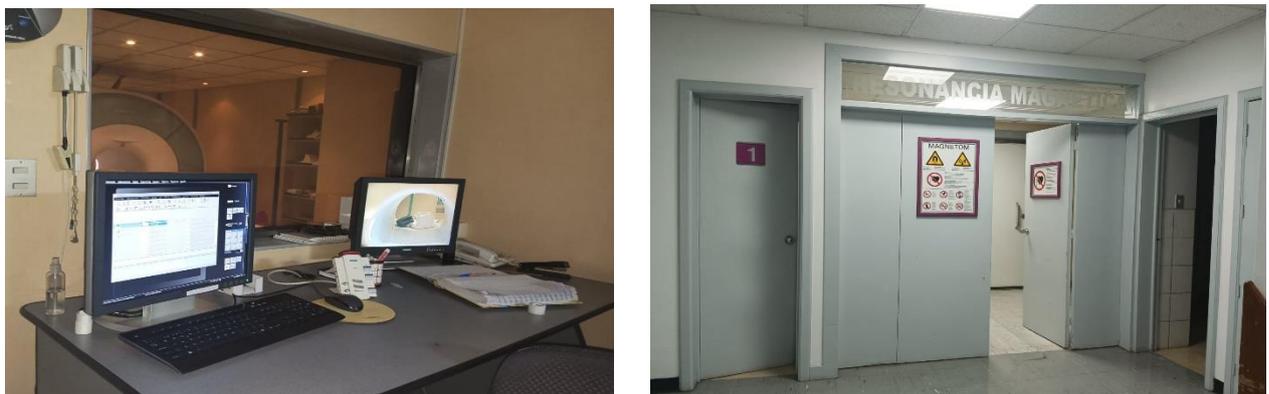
Área de resonancia magnética del IDI, sala de control (izquierda), ingreso al área del resonador (derecha).
